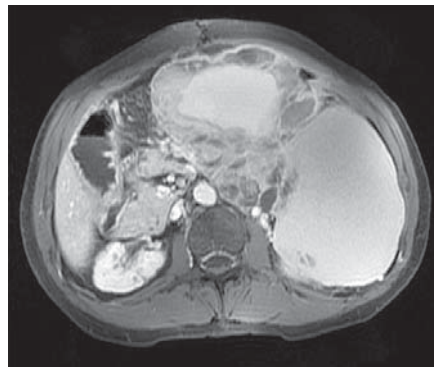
Pankreatoblastom kontrastlı aksiyal BT görüntüsü. Batın sol yarıyı tümüyle dolduran, kistik ve solid komponentlerden oluşan büyük boyutlu kitle lezyonu izleniyor.
